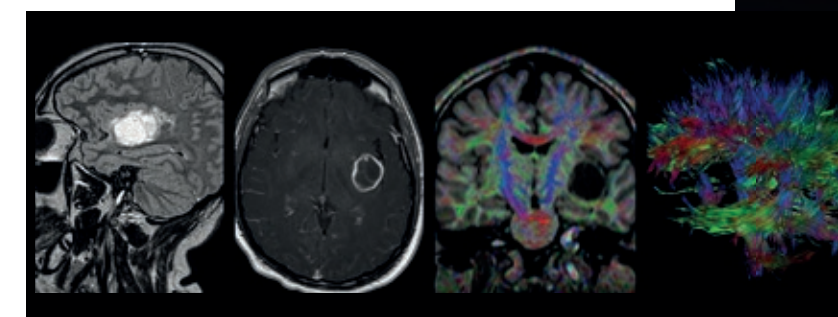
Glioblastoma. Imagens sagital FLAIR (A), axial T1 pós-Gd (B), tensor de difusão (C) e reformatação 3D dos tratos de substância branca (D). Lesão expansiva subcortical insular esquerda com impregnação anelar periférica delimitando áreas de necrose. As sequências de tractografia demonstram as repercussões sobre o trato corticoespinal (em azul, seta em C), deslocado posterior e medialmente.
